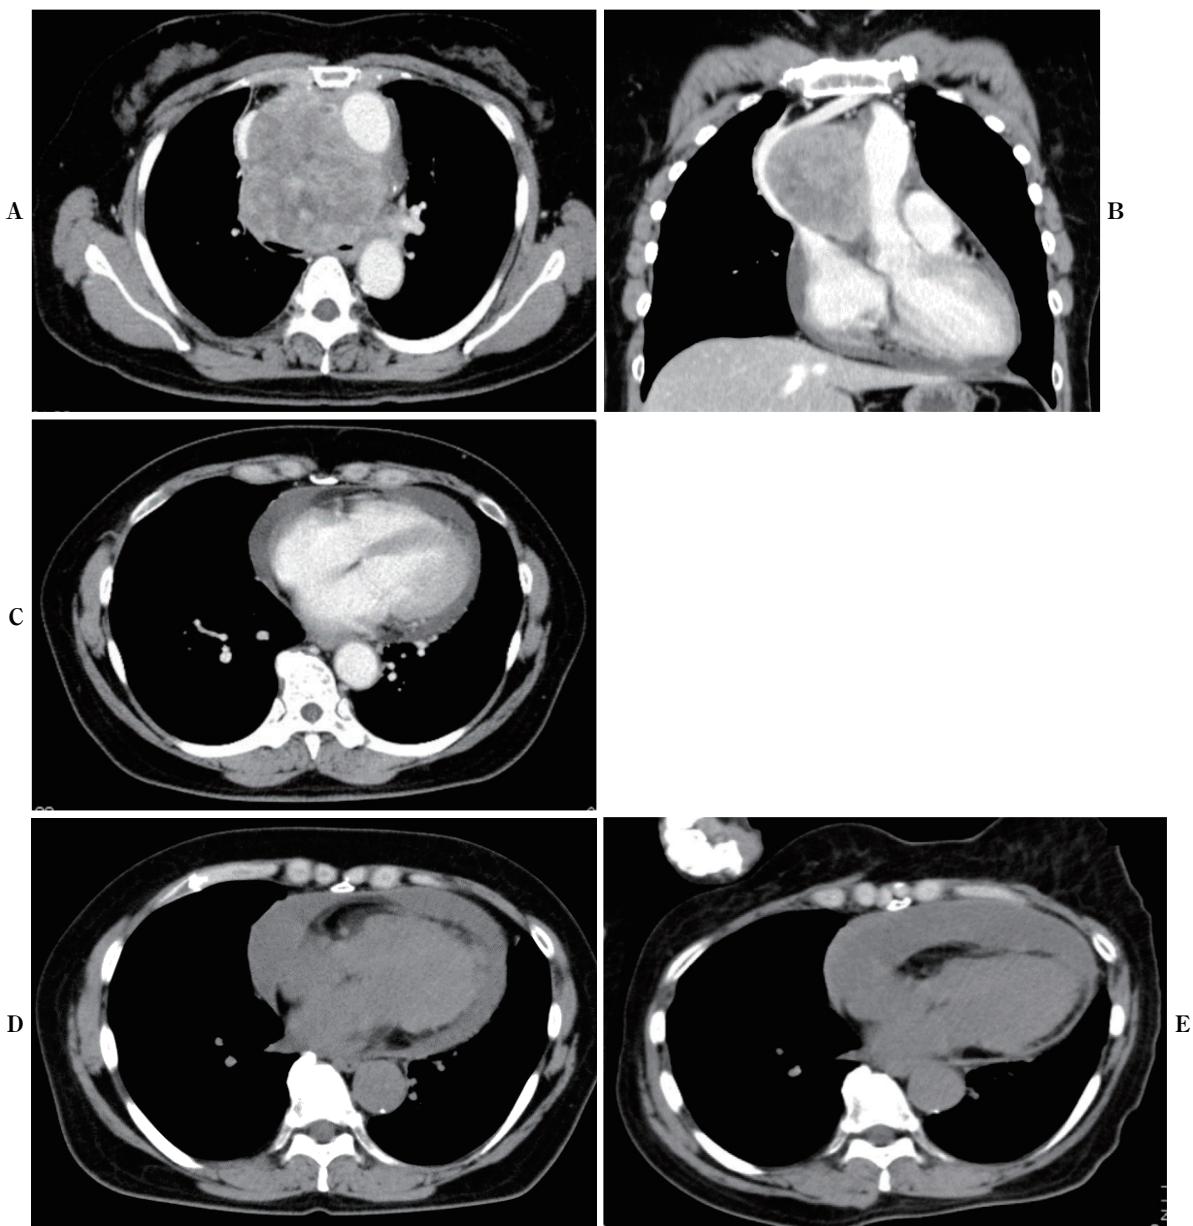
(A-C) Chest computed tomography on the first visit. The tumor was located in the base of heart and compressed the SVC and left and right main bronchi with a small amount of pericardial effusion. (D) Chest computed tomography after two courses of chemotherapy. The pericardial effusion had increased slightly. (E) Chest computed tomography on the day before her death. She was only able to adopt the left lateral position due to severe dyspnea. Thus, the pericardial effusion was unbalanced, but the amount seemed the same.
